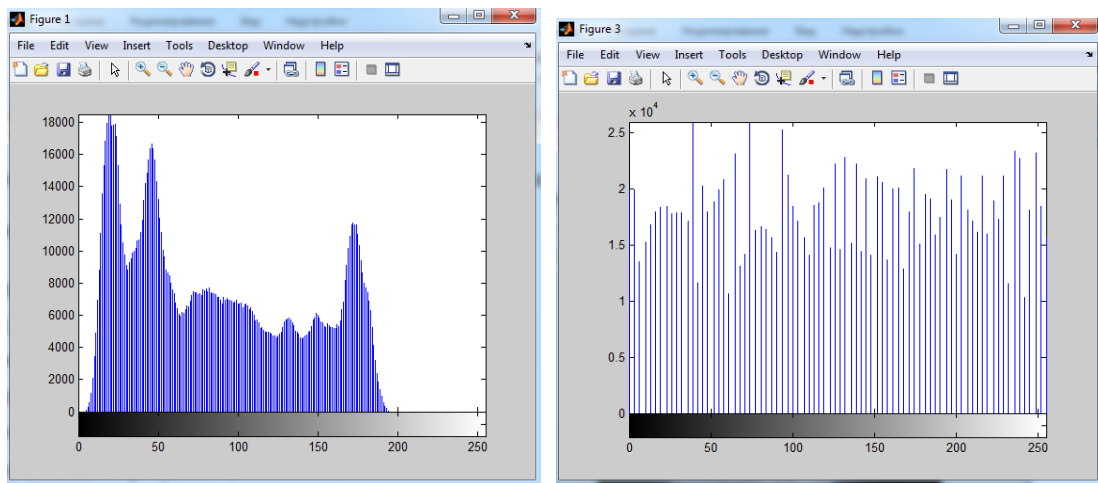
Вирівнювання гістограми: а) гістограма вихідного рентгенівського зображення, б) вирівняна гістограма перетвореного зображення
